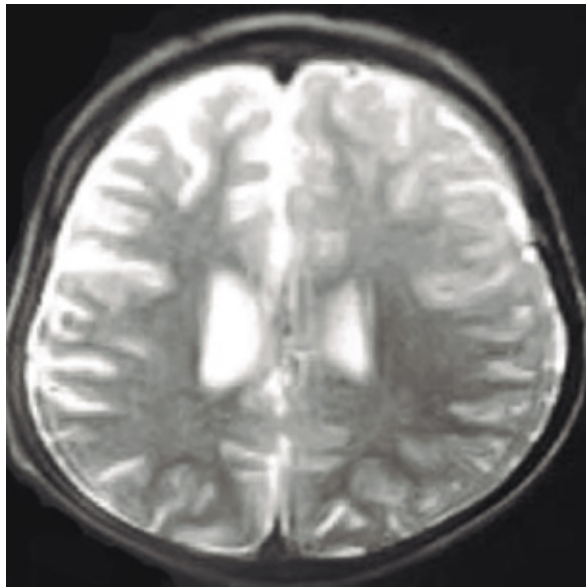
Imagen t2 axial de resonancia magnética que muestra atrofia del hemisferio cerebral derecho con dilatación del ventrículo ipsilateral. Fuente: el autor.
